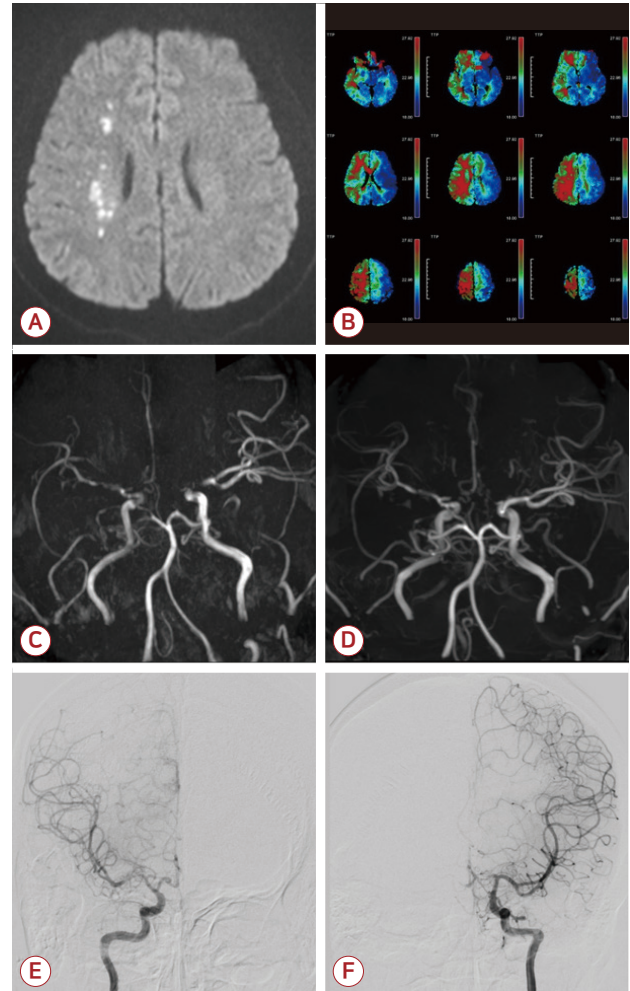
The initial magnetic resonance image of brain. (A) The initial diffusion-weighted image shows diffusion restriction lesions in right middle cerebral artery borderzone territory. (B) Magnetic resonance perfusion image, suggest time to peak perfusion delay of right anterior and middle cerebral artery territory. (C, D) Serial follow up magnetic resonance angiography (MRA). (C) Initial MRA shows diffuse narrowing of right terminal internal carotid artery (ICA) with right M1 and A1 severe stenosis. Also, there are tapered narrowing of left terminal ICA with severe stenosis of left proximal M1 and occlusion of left A1. (D) MRA performed 7 days after symptom onset represent improved stenosis of left terminal ICA, left M1 and right A2. Right M1 stenosis was partially improved but residual stenosis was still observed. (E, F) Digital subtraction angiography performed 7 days after symptom onset. Minimal leptomeningeal and basal collateral circulation was observed.
